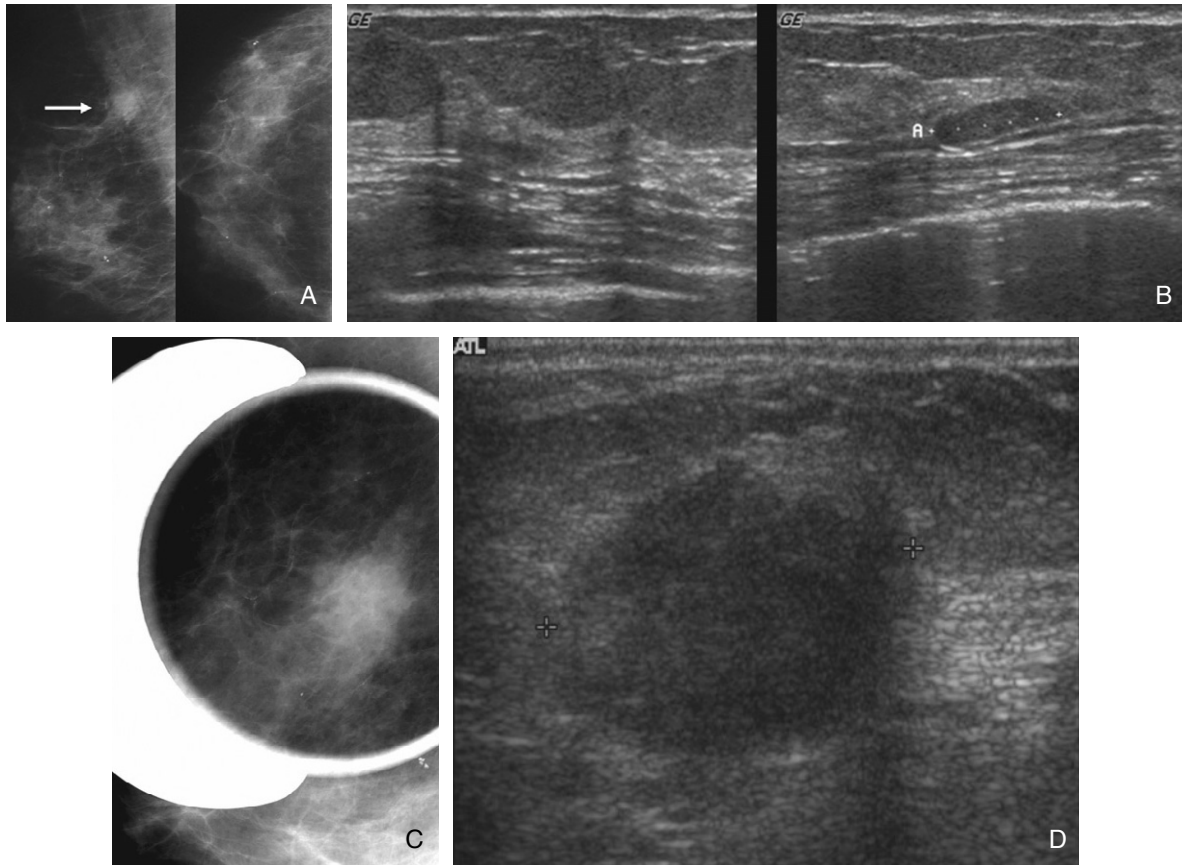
Recalled but dismissed cancer. Right unilateral mammograms (A) in a patient after left mastectomy showed an abnormal density (arrow) only seen on MLO view. Problem solving breast ultrasonographic evaluation did not detect any suspicious lesion. A captured sonogram of right upper outer quadrant (B; left) show normal fibroglandular tissue and a captured image of right upper inner quadrant (B; right) show a benign-appearing mass (B), which cannot be accounted for mammographic density. On magnification mammogram (C), which was taken 6 months later an ill-defined mass is clearly seen. Re-evaluation sonographic evaluation (D) identified a 1.5 cm sized malignant mass at right middle outer portion, 9 o'clock position.
